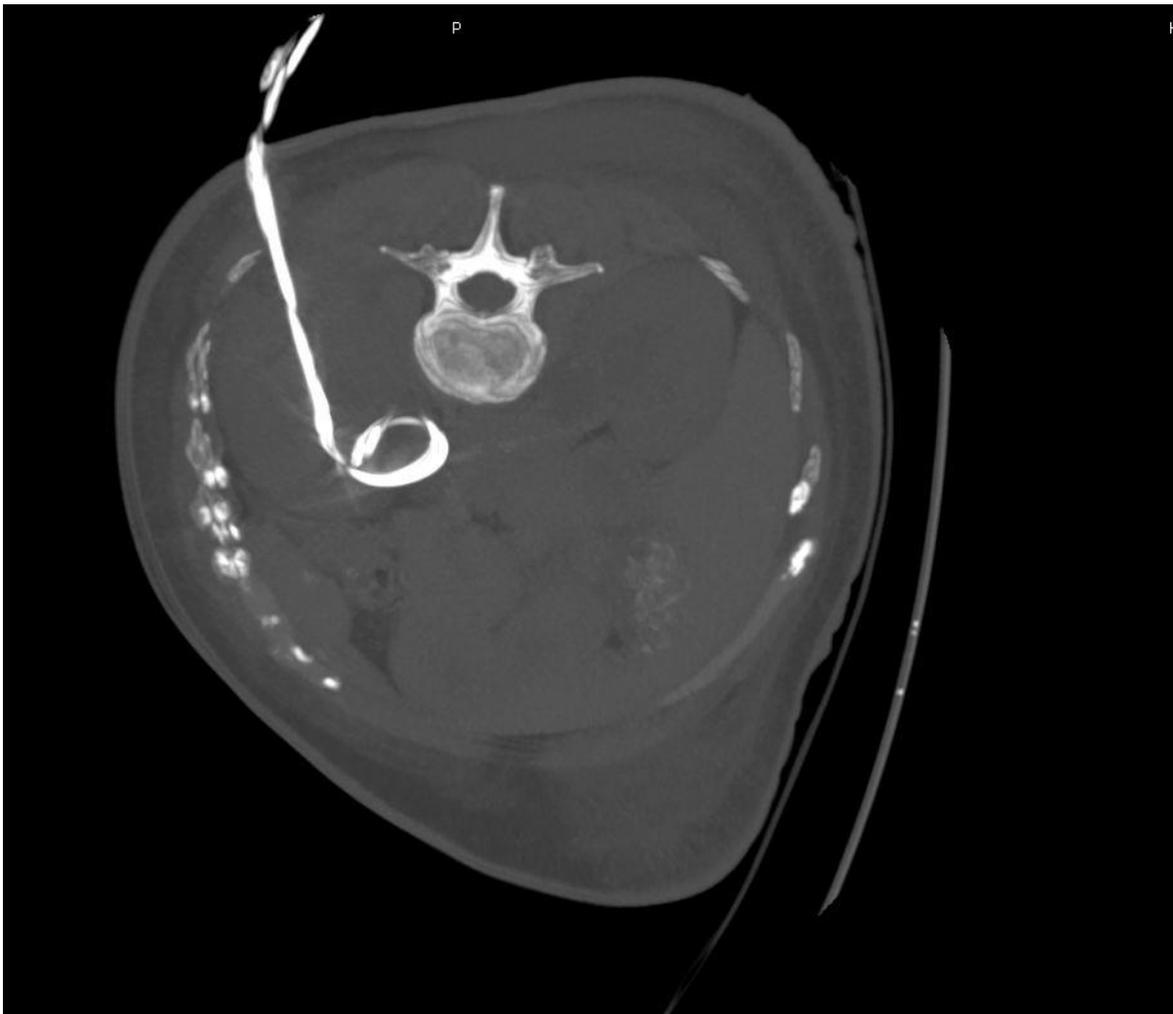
Reconstrucción multiplanar de tomografía en ventana ósea donde se observa catéter de nefrostomía adecuadamente colocado. Fuente: Archivo radiológico Hospital General Dr. Miguel Silva.
